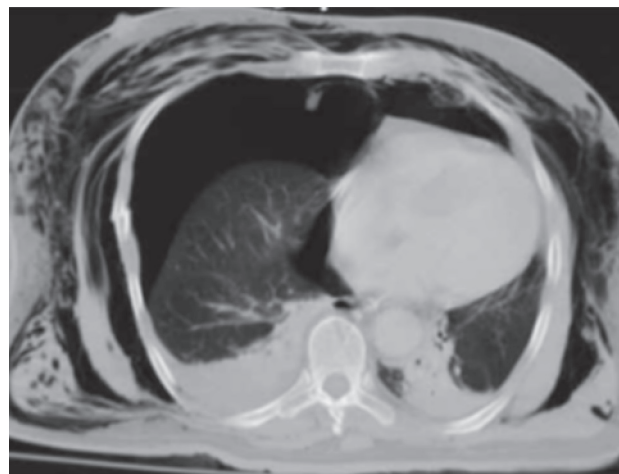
TC de tórax ventana pulmonar, que muestra neumotórax derecho a tensión con desviación del mediastino a la izquierda y enfisema de partes blandas.
